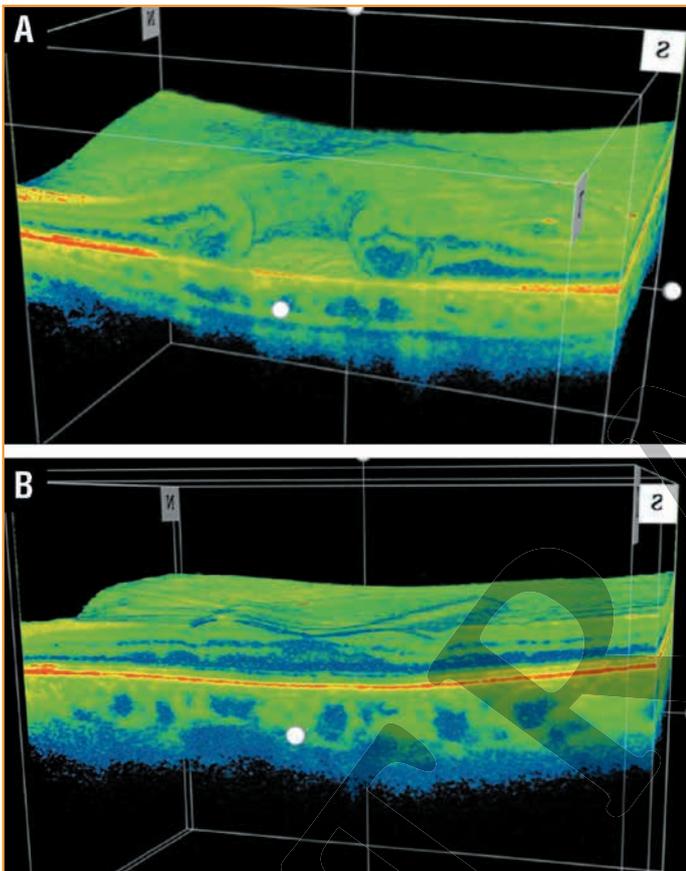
Оптическая когерентная томограмма МО пациентки Ф.: сетчатка до (А) и через 1 мес. после (В) операции (формат 3D)
